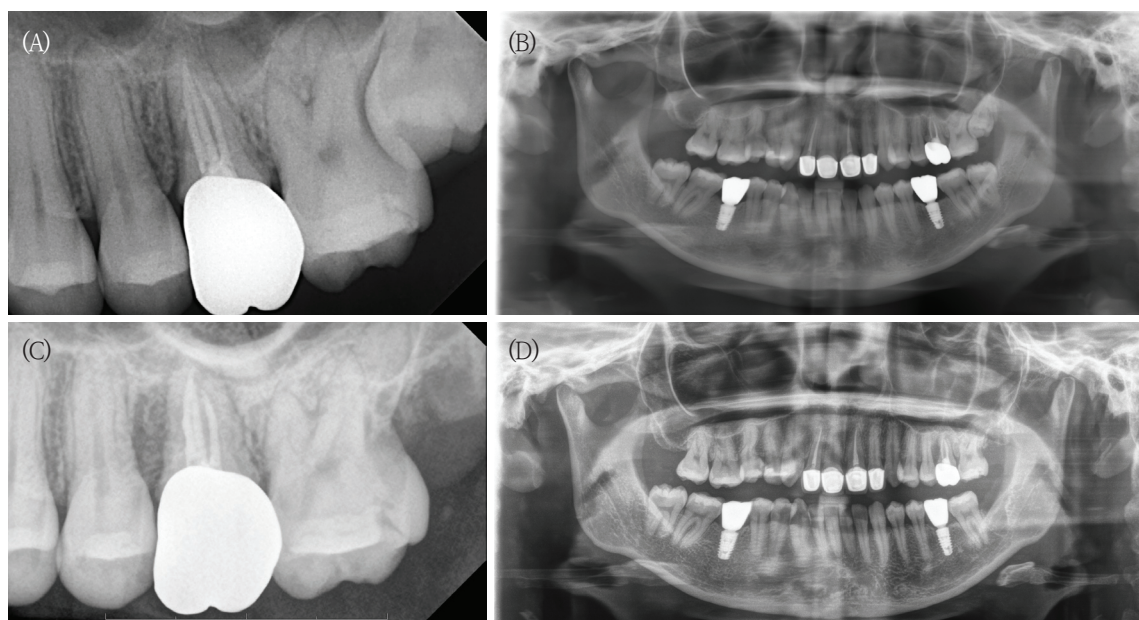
Long-term radiographic follow-up. Periapical (A) and panoramic (B) radiographs obtained 4 years and 6 months after the autotransplantation. Periapical (C) and panoramic (D) radiographs obtained 9 years after the autotransplantation. Radiographs demonstrate stable crestal bone levels and a well-defined PDL space without ankylosis, root resorption, or progressive bone loss.
